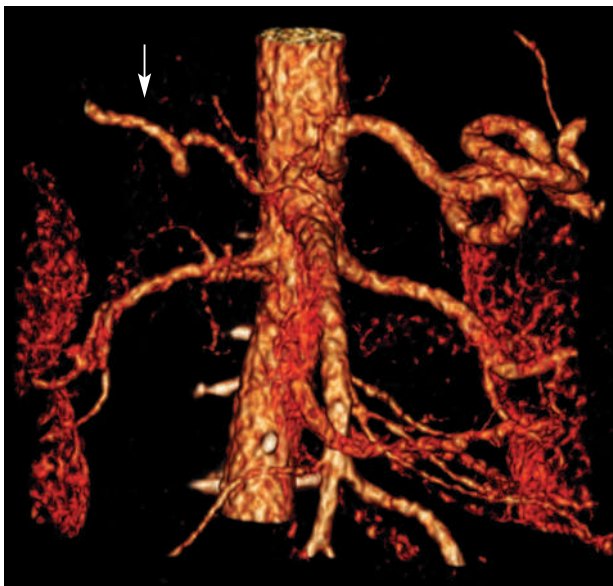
КТ-ангиография, трехмерное объемное изображение: замещающая правая печеночная артерия отходит от чревного ствола (стрелка)
